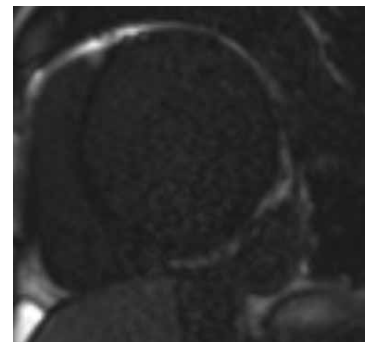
МРТ сердца в проекции короткой оси левого желудочка на уровне базальных сегментов
